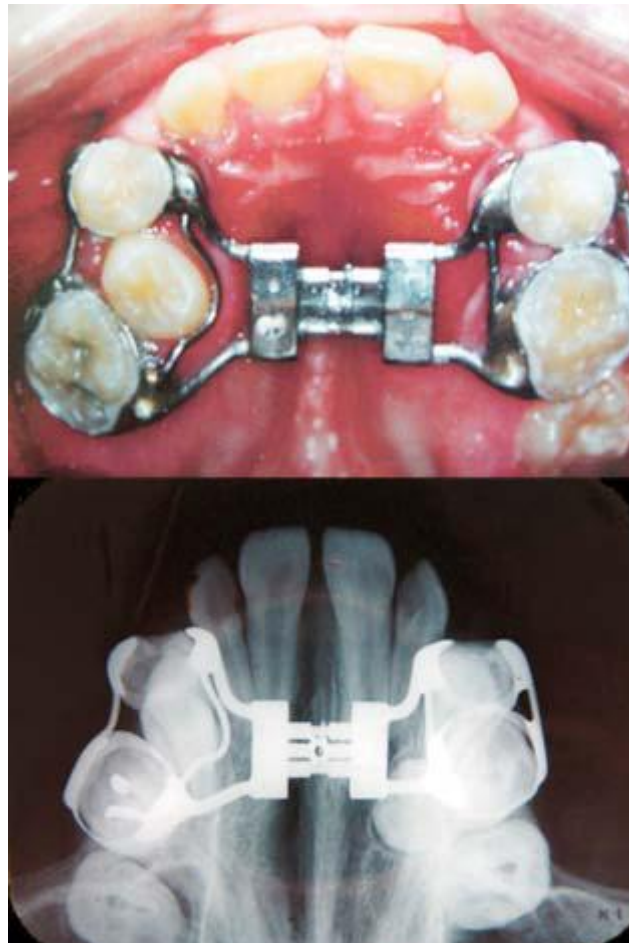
Fotografia e radiografia oclusal após fase de ativação. ALMEIDA E ALMEIDA, 2008, p. 58
